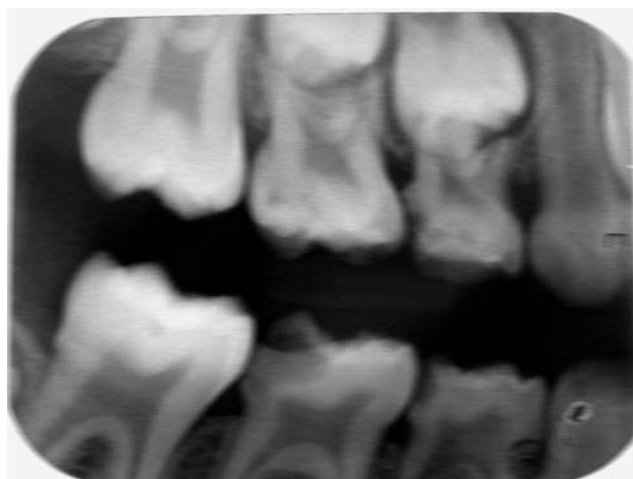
Radiografia interproximal do dente 85, mostrando proximidade da lesão à polpa (cavidade profunda)
